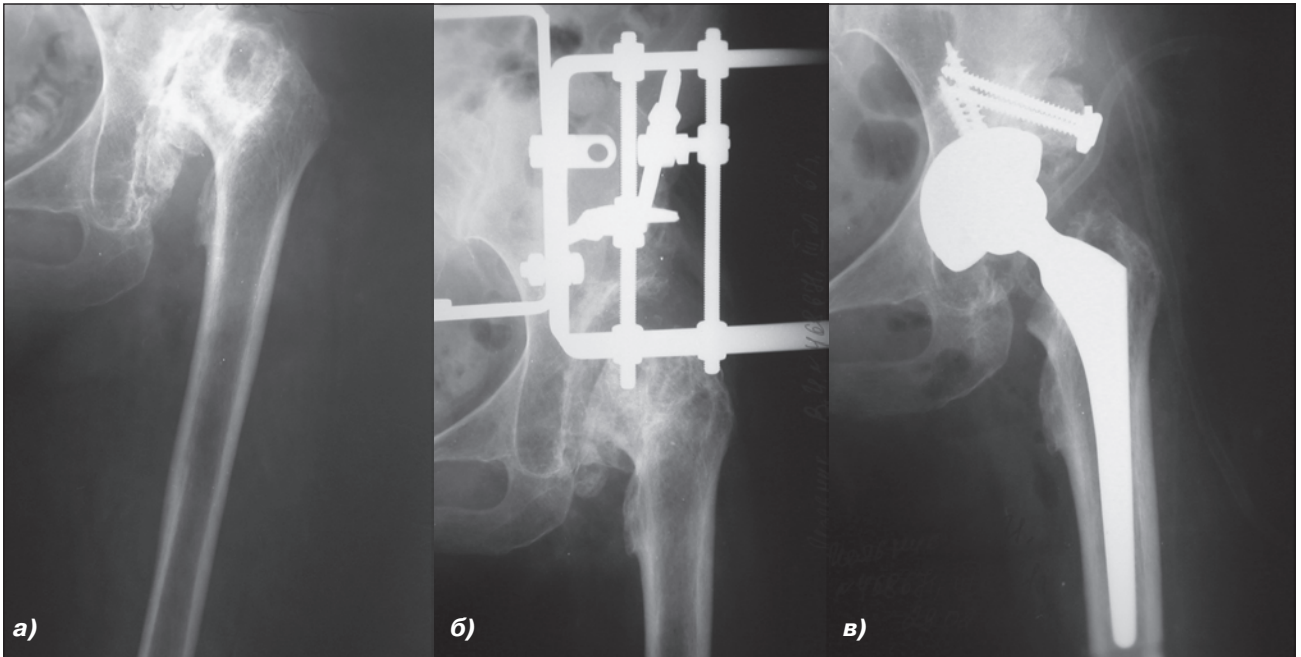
Рентгенограми лівого кульшового суглоба хворої М., 1947 року народження: а) лівобічний диспластичний (тип Crowe IV) коксартроз 4-го ст.; б) на етапі подовження кінцівки стрижневим апаратом; в) після тотального ендопротезування лівого кульшового суглоба
